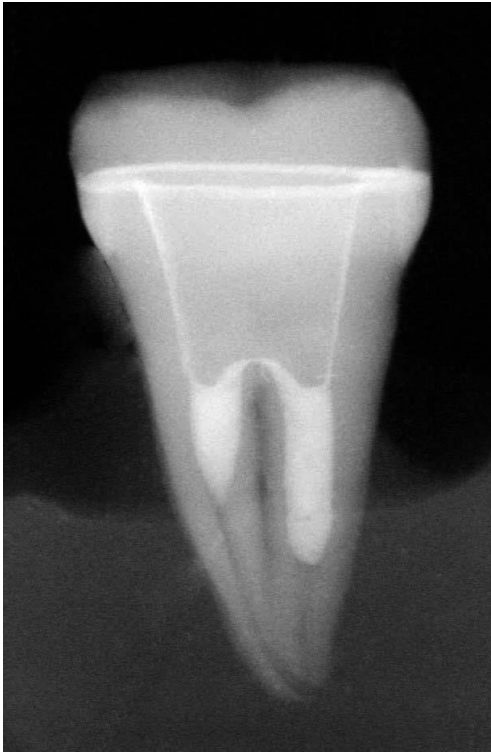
Röntgenbild der einzementierten Endkrone
